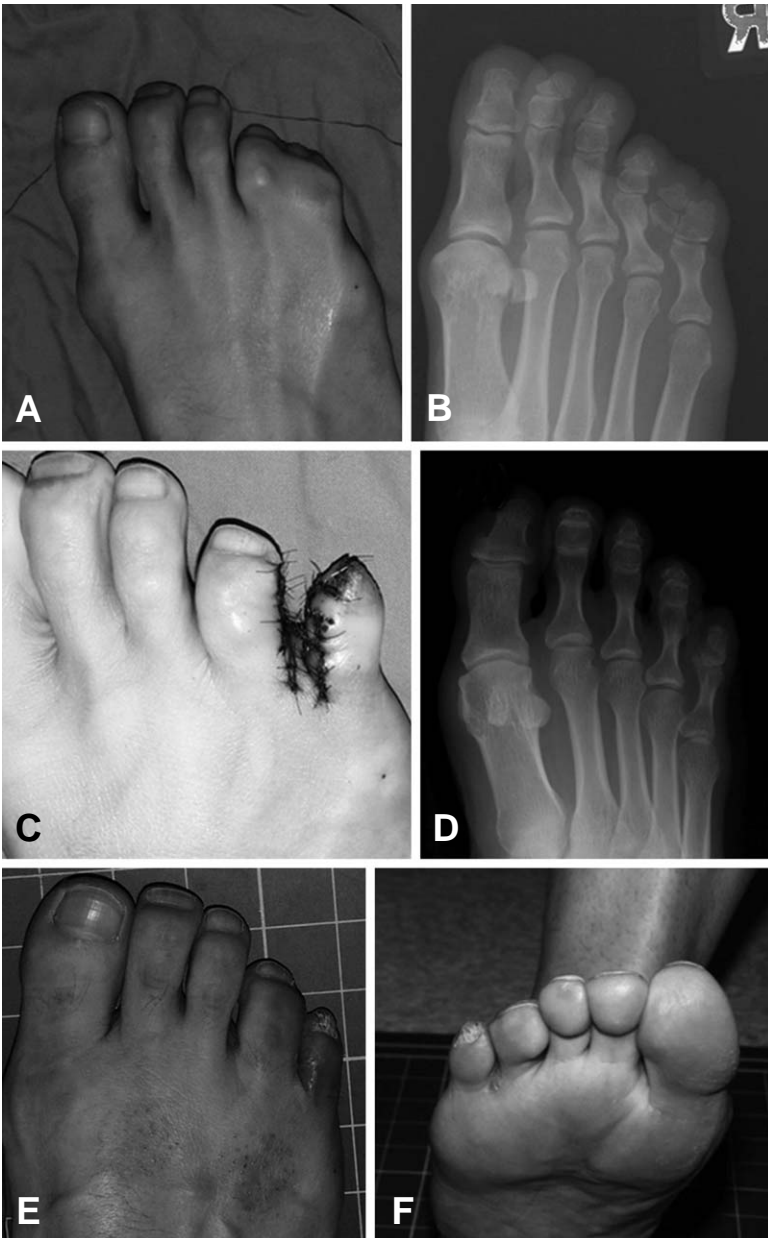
Photograph and radiograph of 57 years old female patient with post-axial polysyndactyly (A, B). Medial digit was excised and 4th web was reconstructed with skin flap of medial digit (C,D). After 3months follow up, there was no complaint about foot function and scar (E, F).
